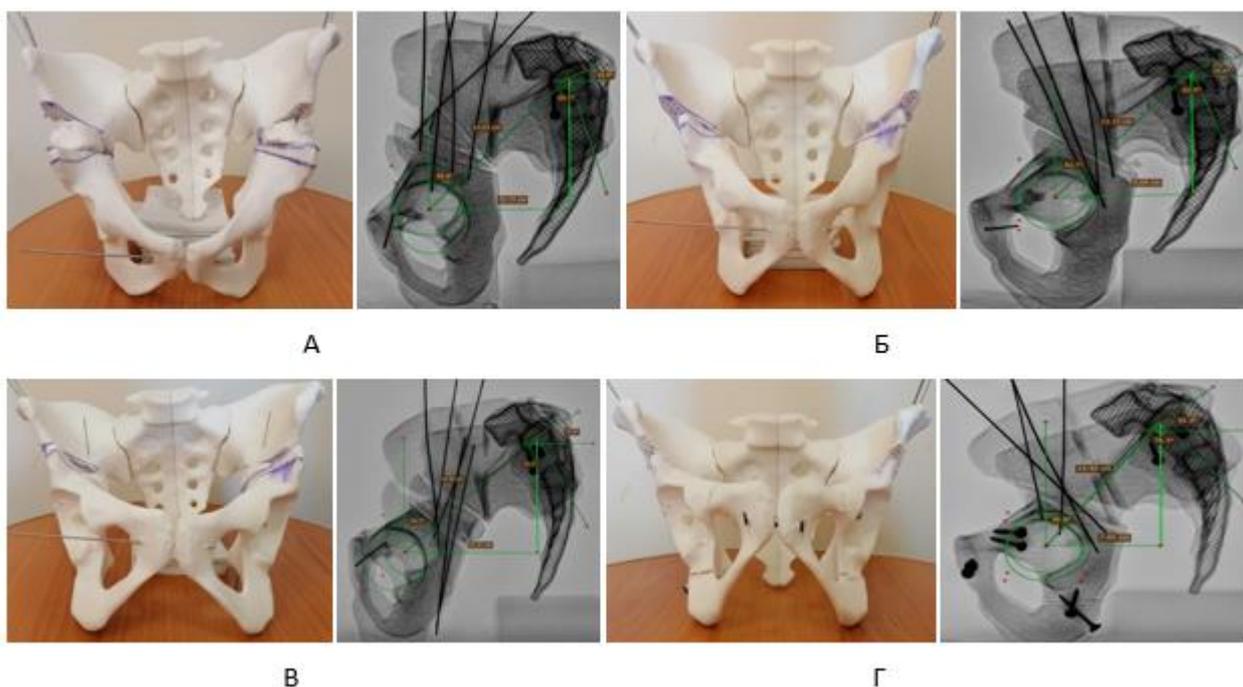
А – фото и рентгенограмма модели после выполнения остеотомии таза по Salter;
